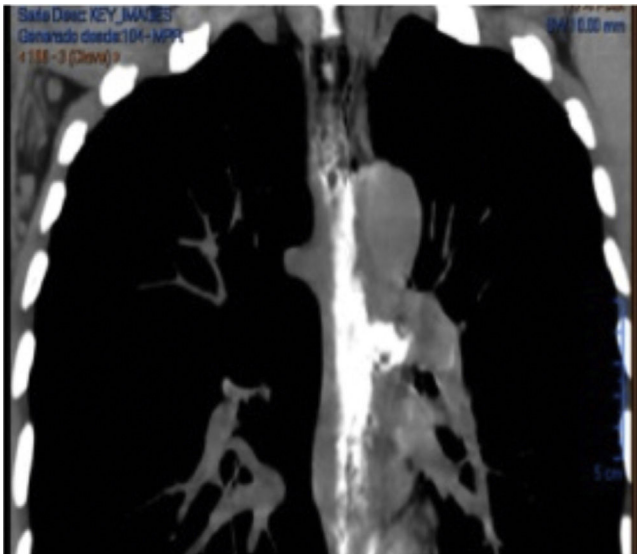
Tomografía de tórax con medio de contraste. Se observa neumomediastino y fuga del material de contraste por la cara lateral izquierda del esófago.
